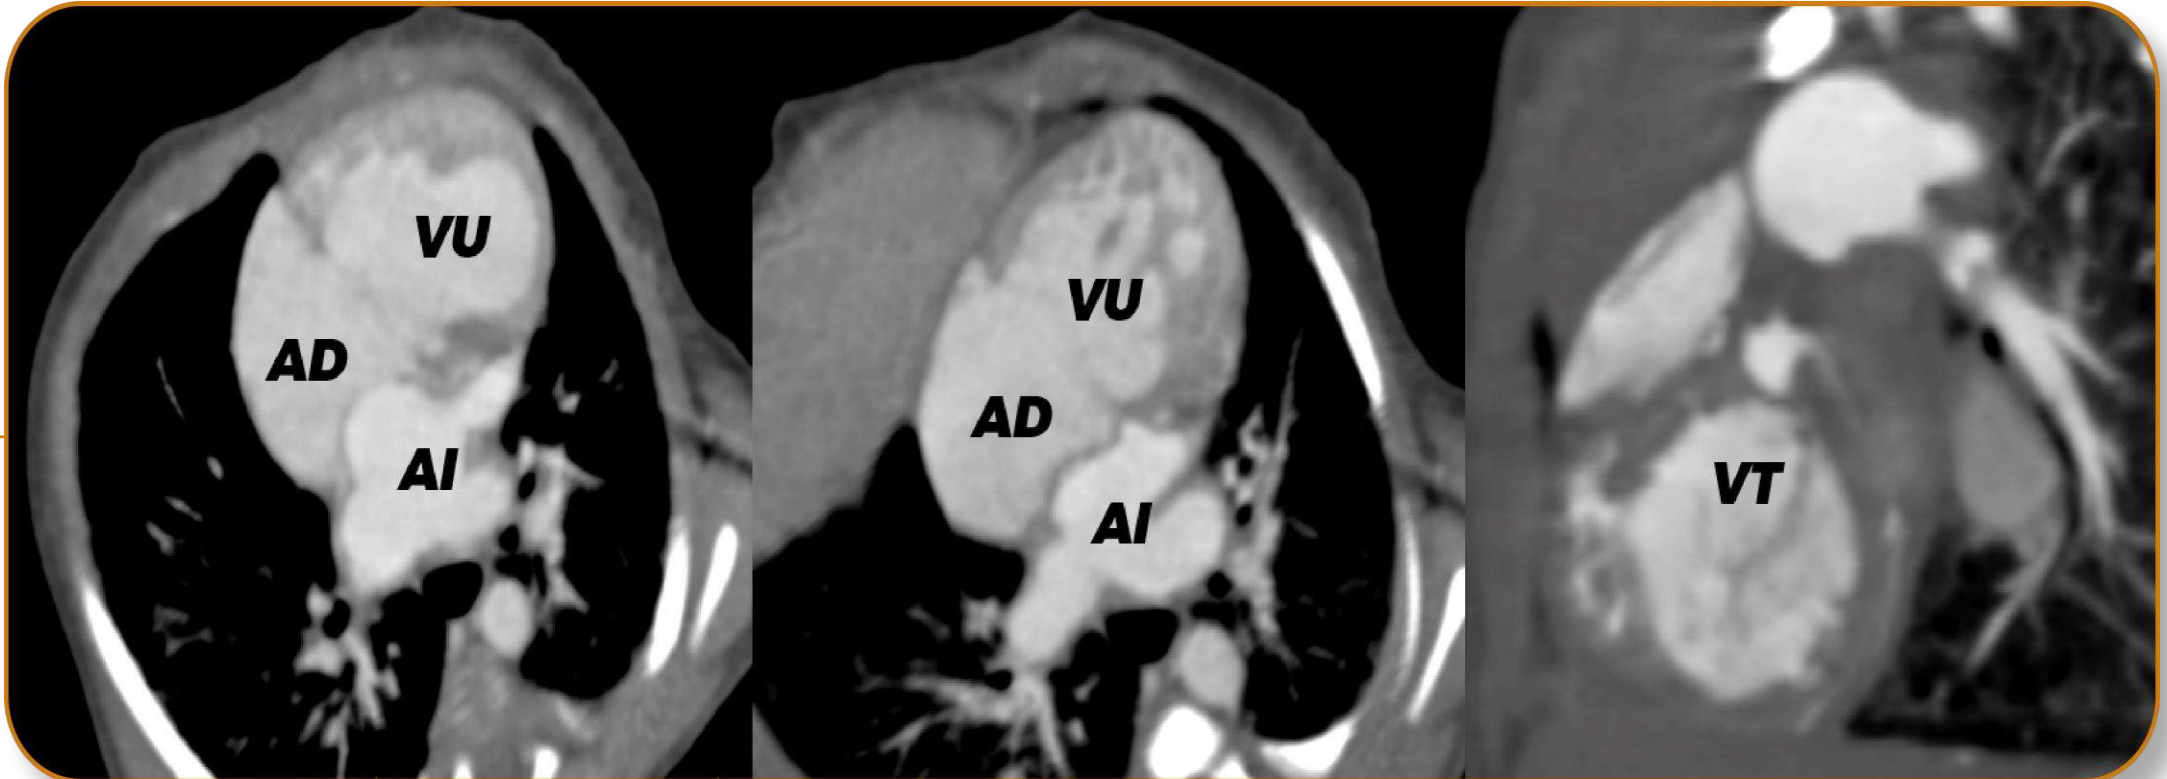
TC cardíaca en plano axial, cavidad ventricular única (VU), dilatada con morfología derecha y única válvula aurículo-ventricular de morfología tricuspídea (VT).
